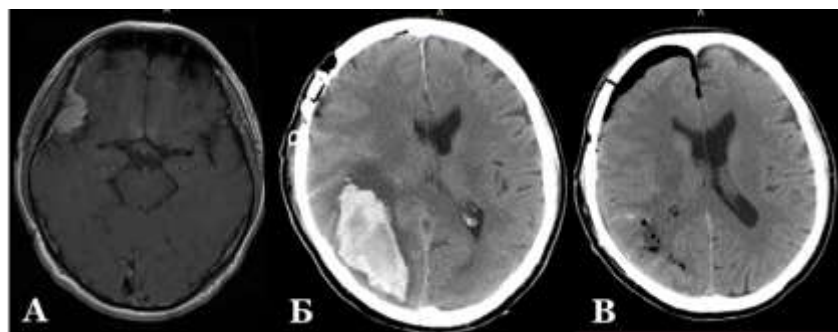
Значимое внепроекционное паренхиматозное кровоизлияние теменно-затылочной локализации (индуцированный геморрагический инсульт) после удаления малой менингиомы крыла основной кости справа, муж., 59л. (Б-ах Ю.Г., и/б № 58186/2013). А – предоперационное МРТ головного мозга в T1-режиме с контрастированием, аксиальный срез. МР-картина малой оболочечной опухоли крыла основной кости справа. Б – КТ головного мозга, 1-е сутки после операции, аксиальный срез. КТ-картина внепроекционного паренхиматозного кровоизлияния теменно-затылочной локализации справа. В – КТ головного мозга, 1-е сутки после реоперации, аксиальный срез. Воздух и полосы геморрагического содержимого в ложе удаленной гематомы
